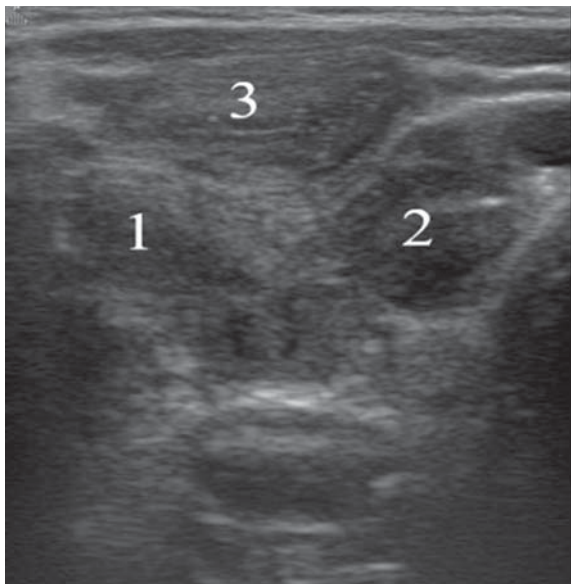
УЗИ ребенка с синдромом Герлилина-Вернера-Вандерлиха после операции. 1 — левая половина удвоенной матки; 2 — правая половина удвоенной матки; 3 — мочевого пузырь
